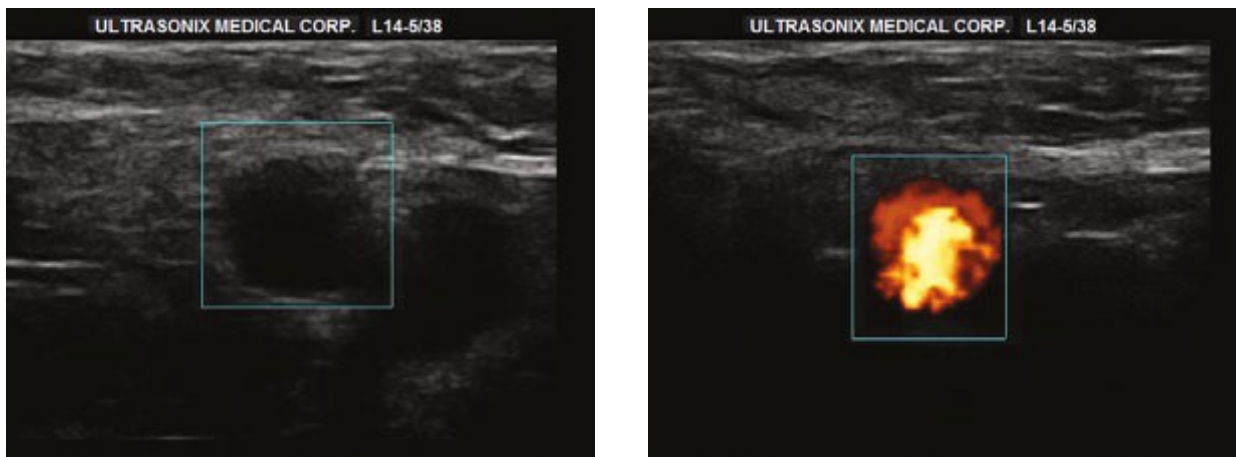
Image échographique du même vaisseau avec et sans application du Doppler énergie couleur
